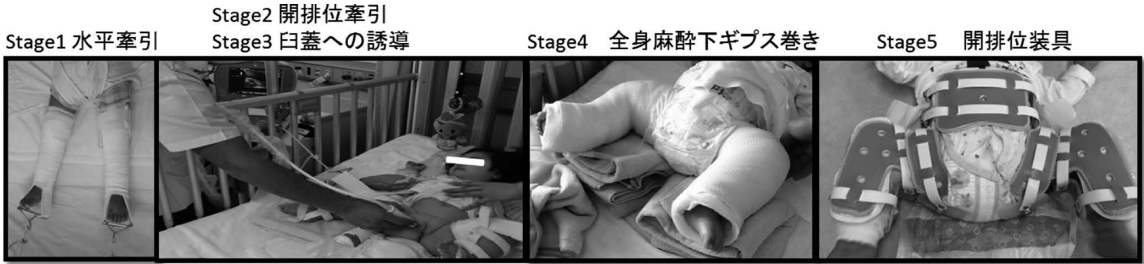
FACTは5つのstageからなる。stage1で下方に牽引し骨頭を引き下げ、stage2では開排位で牽引。ここから関節超音波検査を開始する。stage3より重りを徐々に減らし、骨頭を臼蓋に誘導する。整復位を保ったままstage4より開排位でギプス巻きを行う。その後stage5では開排位の股関節装具を使用する。
